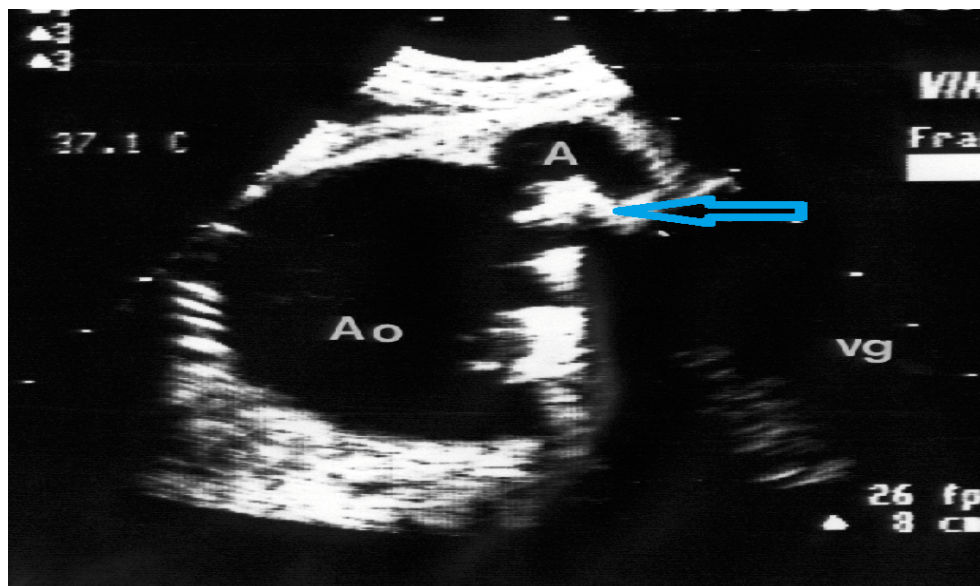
végétation de la valve pulmonaire (flèche) étudiée en échocardiographie transthoracique [70].
